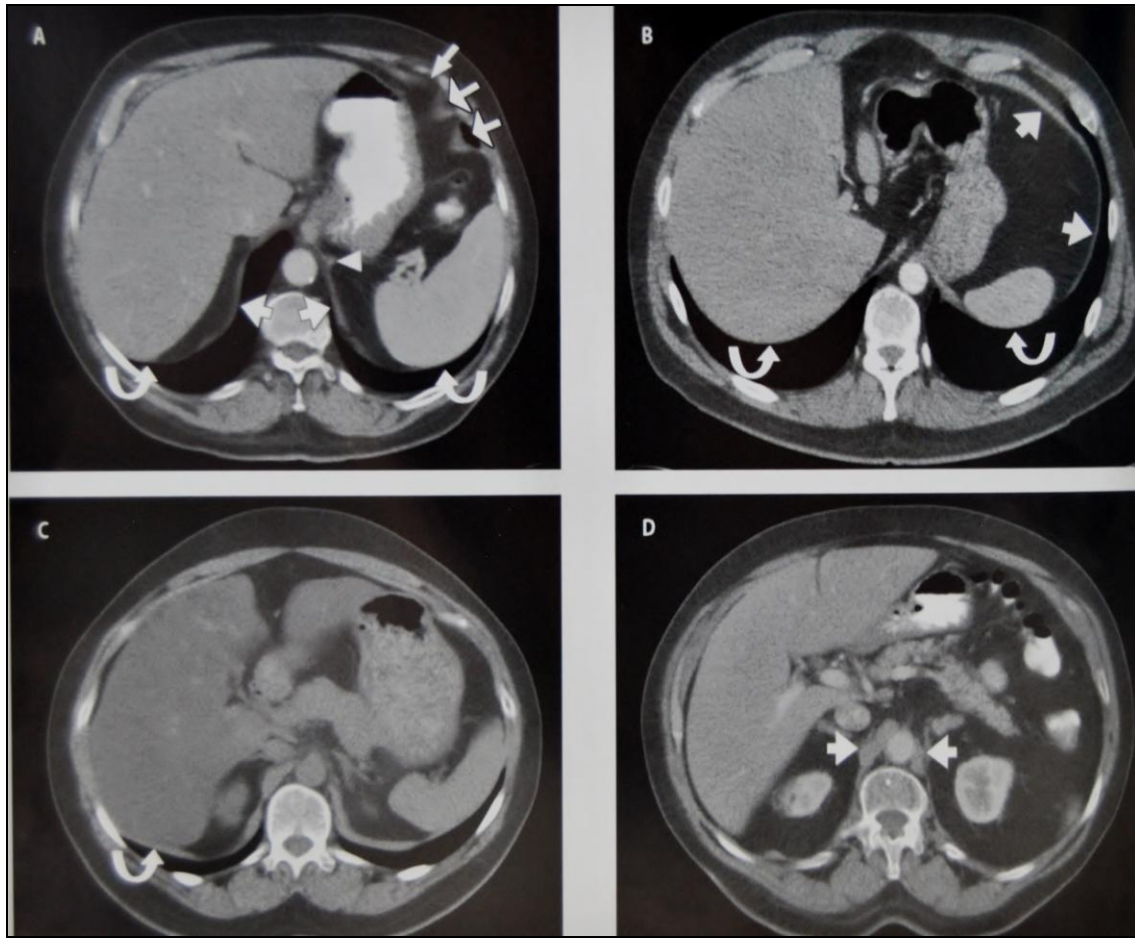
Cortes axiales en TC de tórax. A: El diafragma queda representado por una imagen lineal con densidad de partes blandas (flechas) que separa la cavidad abdominal de la torácica, en este corte de 5 mm de grosor. Pueden identificarse ondulaciones (flechas gruesas), interrupciones (flecha fina) e incluso engrosamientos de tipo nodular (cabeza de flecha) que entran dentro de la normalidad. Obsérvese la falta de diferenciación de esta estructura (flechas curvas) con el hígado y bazo, por presentar su misma densidad radiológica. B: Estudio realizado con cortes de menor grosor (2 mm), donde se aprecia el diafragma con mayor claridad (flechas) aunque sigue evidenciándose la falta de diferenciación de esta estructura (flechas curvas) con el hígado y bazo. C: Se aprecia la diferenciación con un hígado graso (flecha curva). D: Se señalan con flechas los pilares o cruras diafragmáticas (de aspecto ovalado) a ambos lados de la aorta. Tomada de Carmona González E, González Bocanegra M, Martínez Polanco C. Pleura, pared torácica y diafragma. 2006⁴⁷
